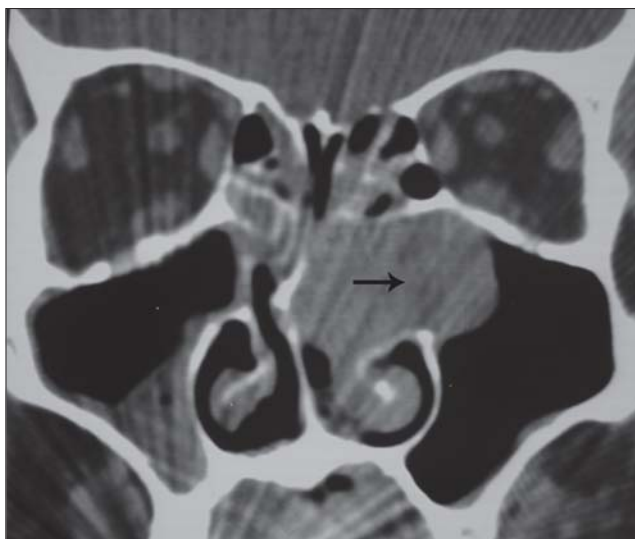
Tomografia computadorizada de seios paranasais em corte coronal, mostrando massa ocupando óstio do seio maxilar esquerdo, estendendo-se para seio maxilar e cavidade nasal (seta).
